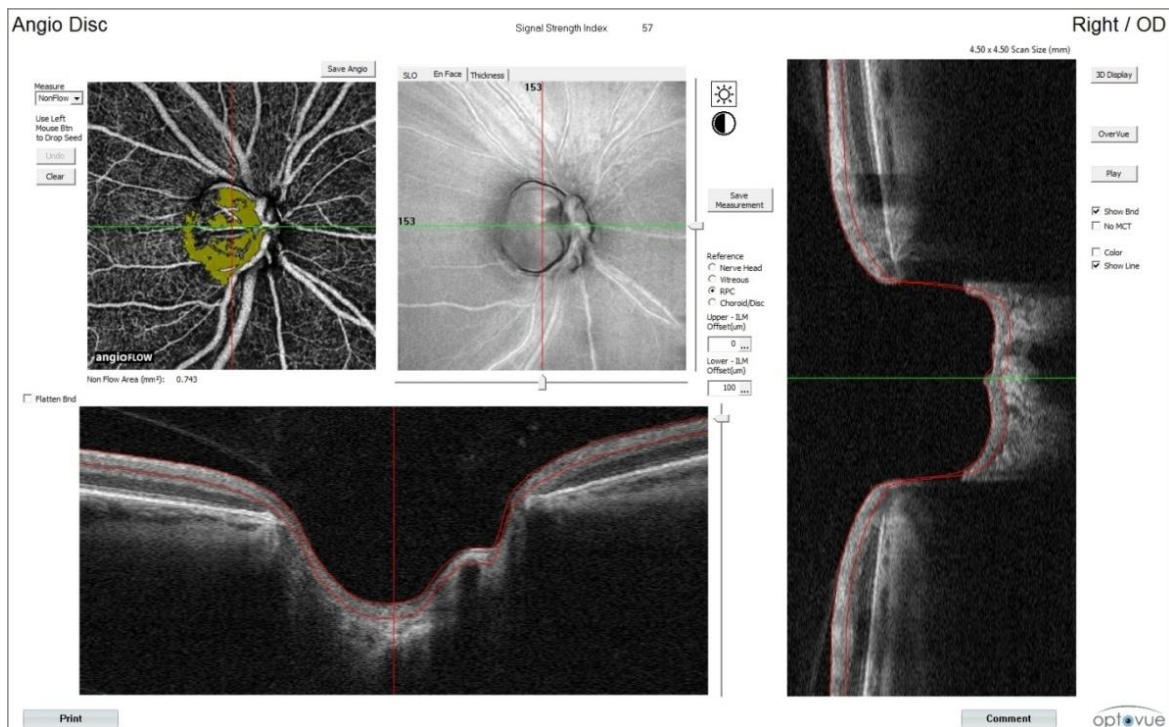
Протокол ОКТ-ангиографии диска зрительного нерва больного ПОУГ с оценкой площади неперфузируемых зон на уровне сегментации ONH.
